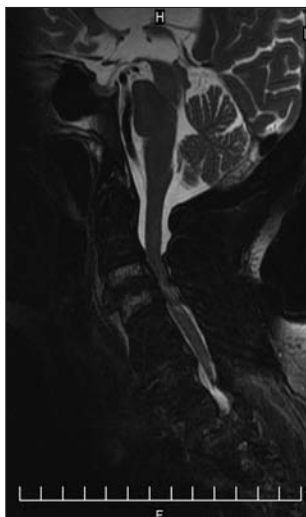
T2 weighted MRI image shows spinal canal stenosis at the level of C III-V
